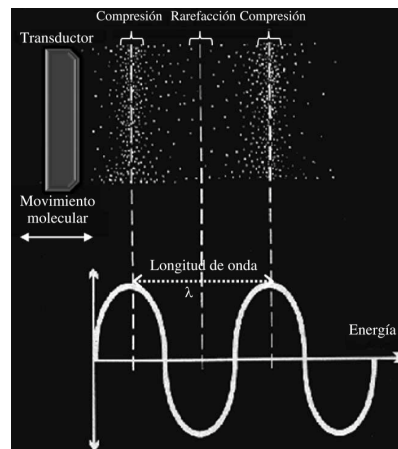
Compresión y rarefacción por ultrasonidos
